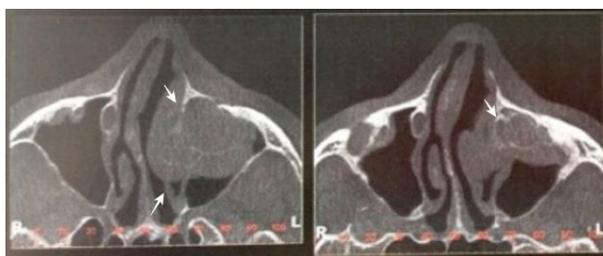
Tomografia Computadorizada Cone Beam da maxila (corte axial) – deslocamento da parede lateral da cavidade e assoalho do seio maxilar do lado esquerdo (setas).
